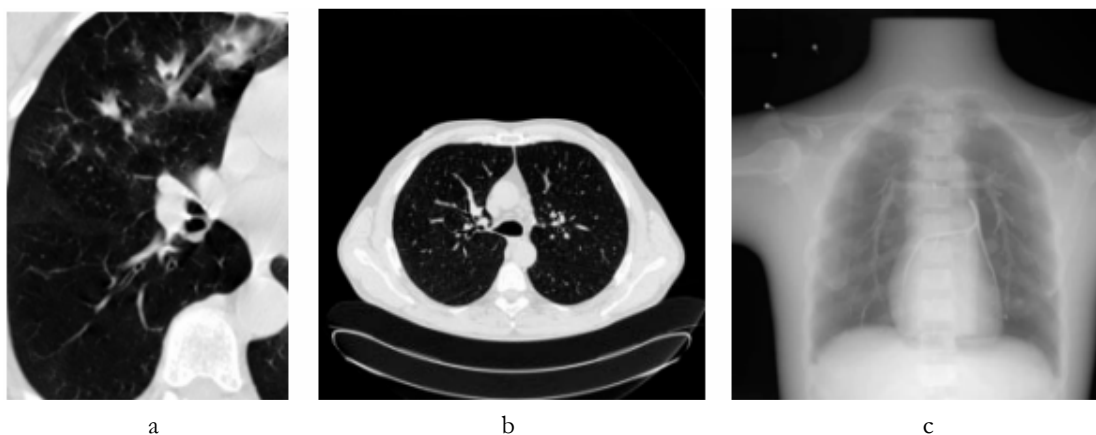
Images radiographiques [FETITA.00]
